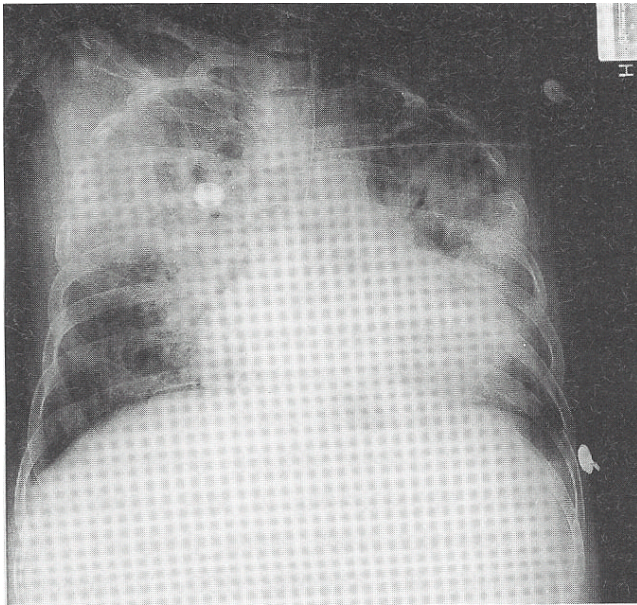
A chest radiograph showed the aggravation of pneumonic consolidations with cavitory change and rapid extension to whole lung fields on the 12th day of admission.
